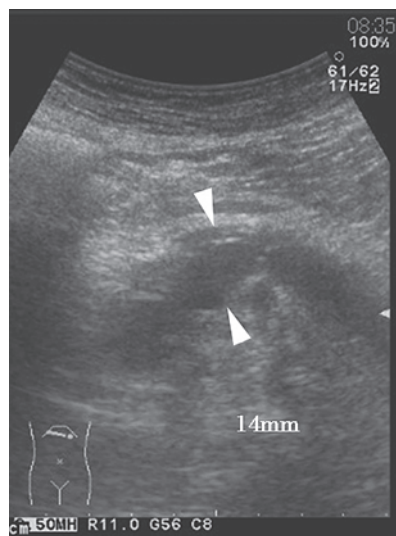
初診時エコー所見 主臍管が14mmまで拡張
